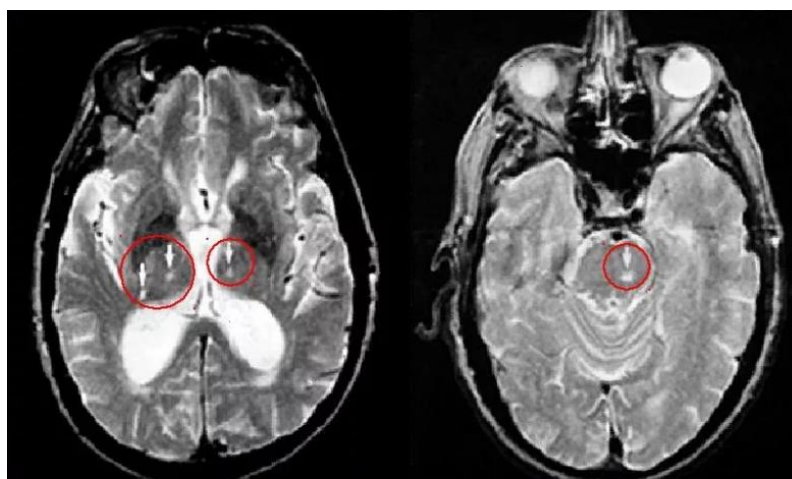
МРТ-картина лакунарного инсульта в таламусе и мосте мозга
